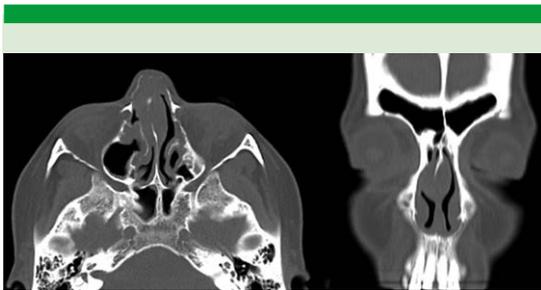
Tomografía axial computada simple, enero de 2020.
